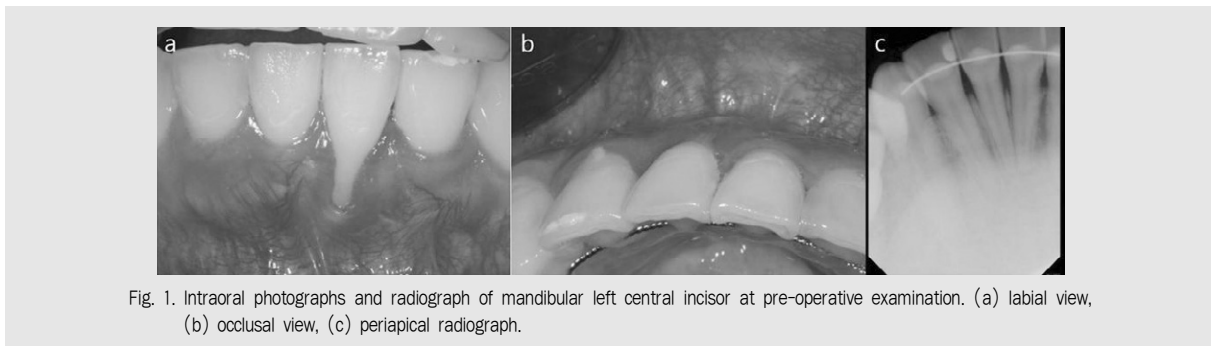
Intraoral photographs and radiograph of mandibular left central incisor at pre-operative examination. (a) labial view, (b) occlusal view, (c) periapical radiograph.
